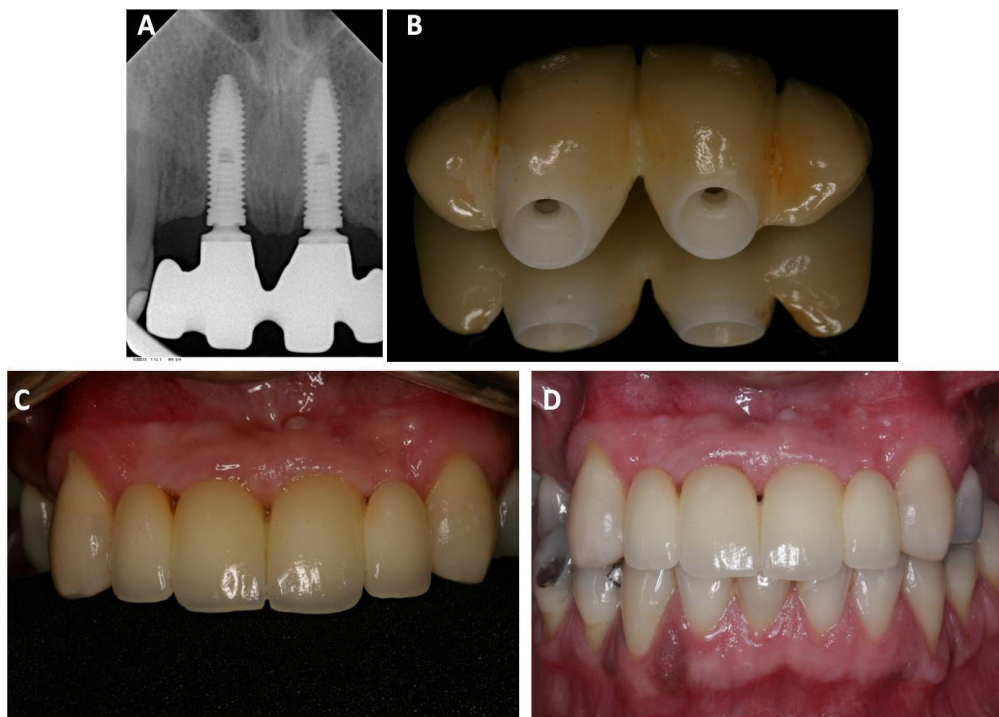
A.Radiografia da prova da estrutura em zircônia; B.Prótese finalizada; C.Prótese Instalada; D.Acompanhamento de 4 meses.
